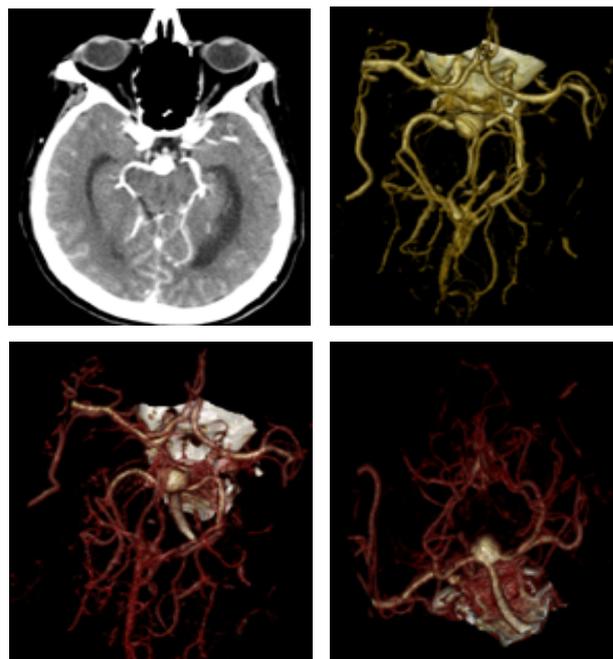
Angiotomografía donde se observa una dilatación aneurismática sacular del ápex de la arteria basilar, de 11 x 12 mm homogénea
